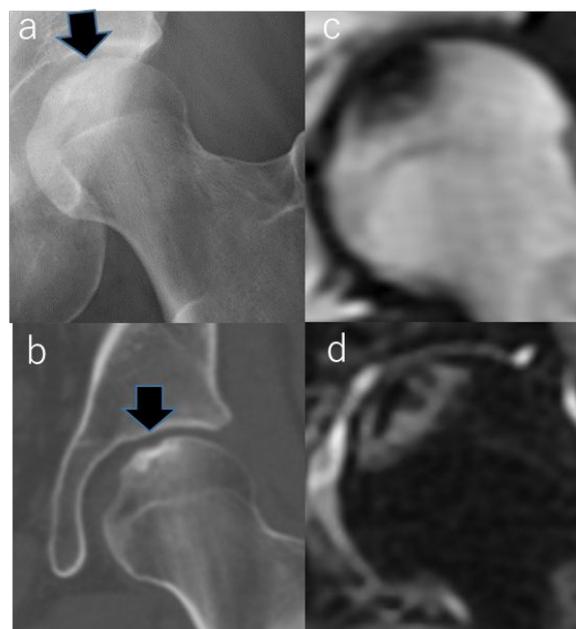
(a,b)X線,CTで荷重部内側に軽度の圧潰を伴う壊死域(stage3A,typeB)を認める。(c,d)MRIにて壊死域周辺の骨髄浮腫を認めない。
